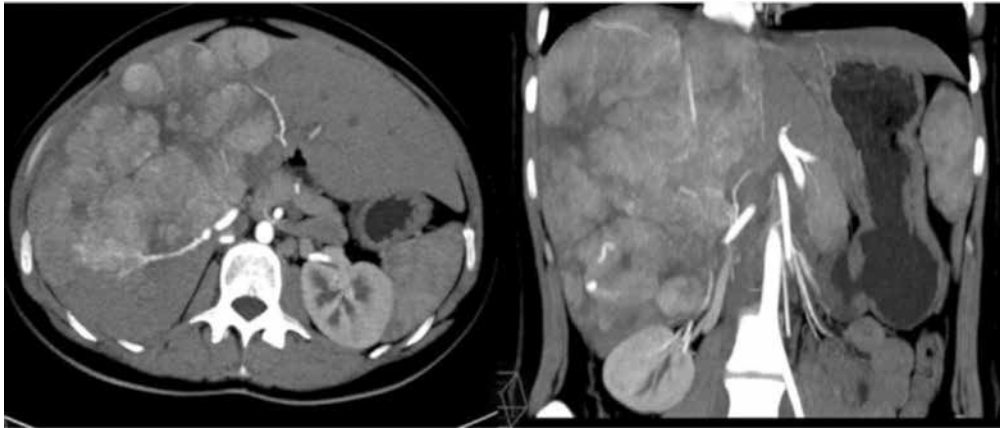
Tomografía computada en fase arterial, corte axial y reconstrucción multiplanar coronal, donde se observa tumor que abarca casi la totalidad del lóbulo hepático izquierdo, con importante aporte vascular dependiente de la arteria.
